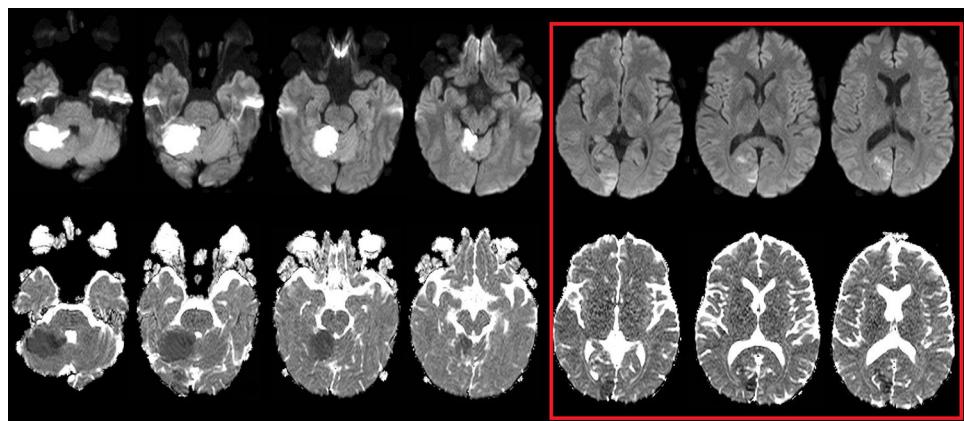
Resonancia magnética cerebral realizada a las 48 h del ingreso. En la columna superior se aprecian las secuencias de difusión y en la inferior las de coeficiente de difusión aparente. En el recuadro rojo se señalan 3 cortes donde se aprecian lesiones corticales occipitales paramedianas del lado derecho, consistentes con nuevos focos de isquemia aguda. Fuera del recuadro rojo se aprecia la misma lesión cerebelosa ya evidenciada en la resonancia previa.
